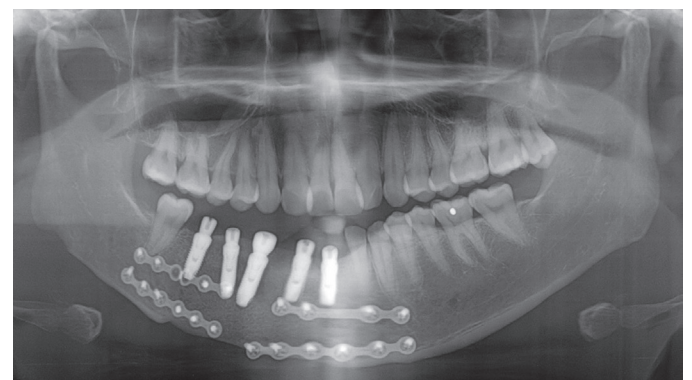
Radiographic examination after placement of implants in mandibular reconstruction area.
